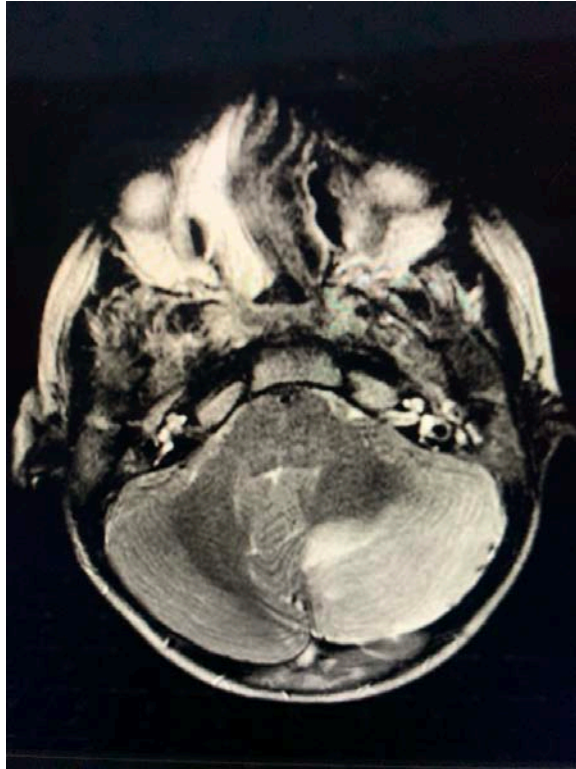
IRM cérébrale en coupe axiale séquence T2 objectivant une cérébellite tuberculeuse
